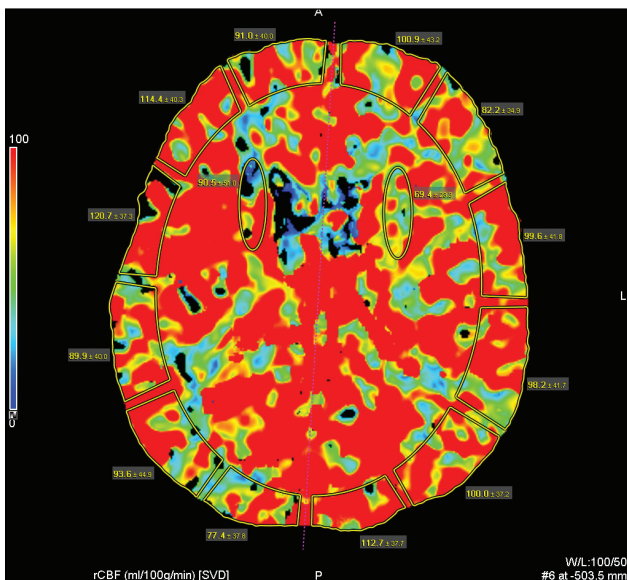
Компьютерно-томографическая перфузиография головного мозга (CBF-карта): значительное повышение скорости объемного кровотока во всех ROI
